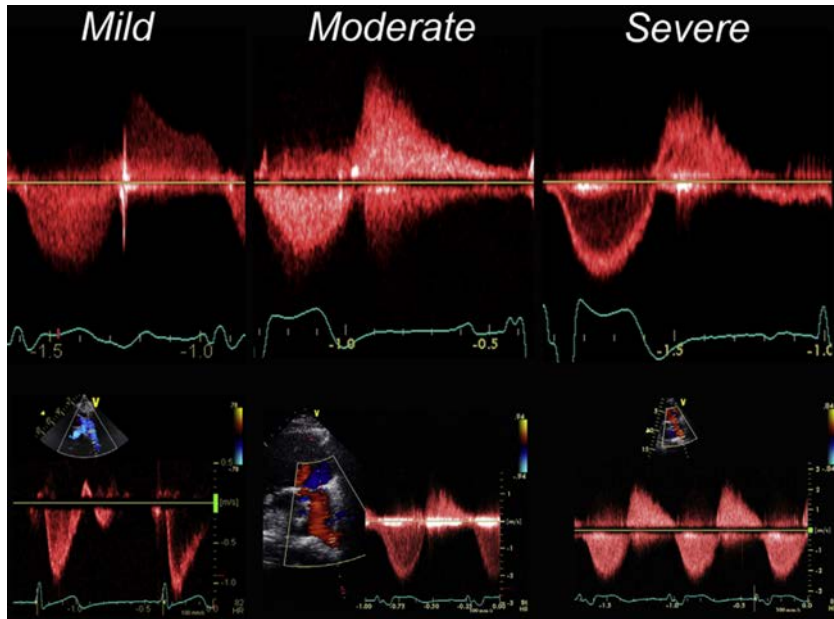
通过多普勒超声心动图评估肺动脉瓣反流显示轻度、中度和重度肺动脉瓣反流。(最上面一排)频谱多普勒勾勒。轻度反流的特点是舒张末期持续反流压差,中度反流的特点是主肺动脉和右室压力平衡只发生在舒张末期,重度反流的特点是舒张早期出现主肺动脉和右室压力平衡。(最后一排)左肺动脉腔内血流脉冲多普勒分析显示舒张期血液逆流的程度。具体细节见文章详述。
